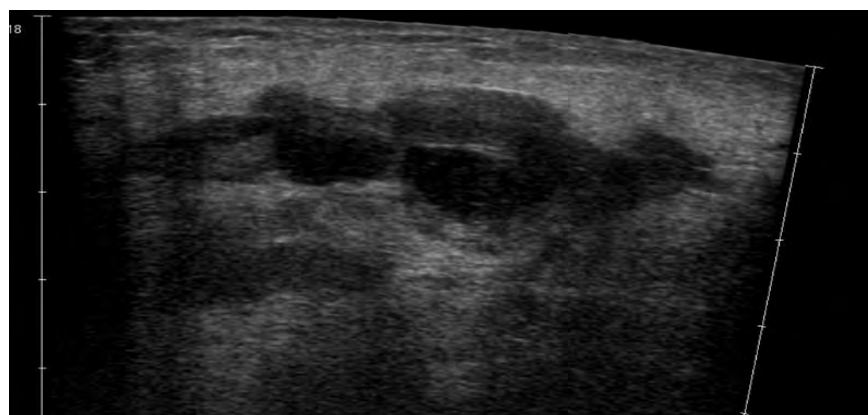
Paciente masculino de 51 años que se presenta al depto. De Urgencias. Ultrasonido lineal modo B extendido donde se observa hematoma mayor a 5cm y antecedente de tabaquismo crónico.
